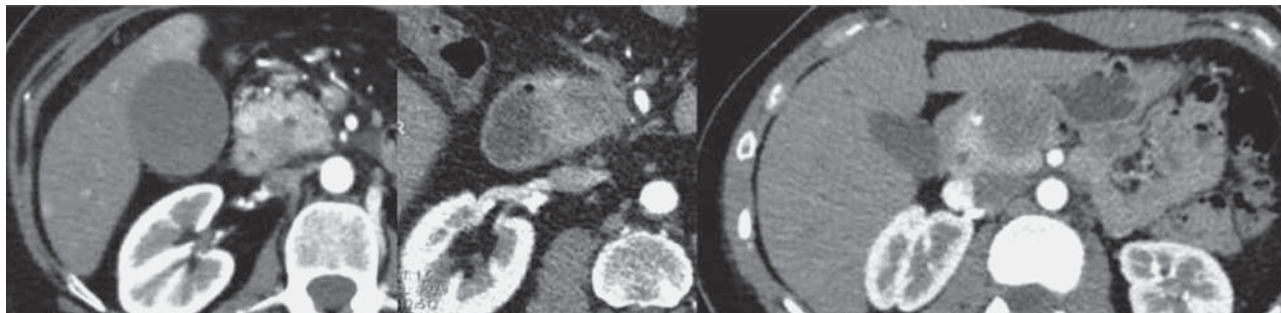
Компьютерная томограмма. Сравнение аденокарциномы ПЖ, нейроэндокринной опухоли и солидно-псевдопапиллярной опухоли. Все опухоли расположены в головке ПЖ и гиподенсны в артериальную фазу. Сравнение показывает, что выявить опухоль (чувствительность) гораздо проще, чем установить ее морфологическую принадлежность (специфичность).
